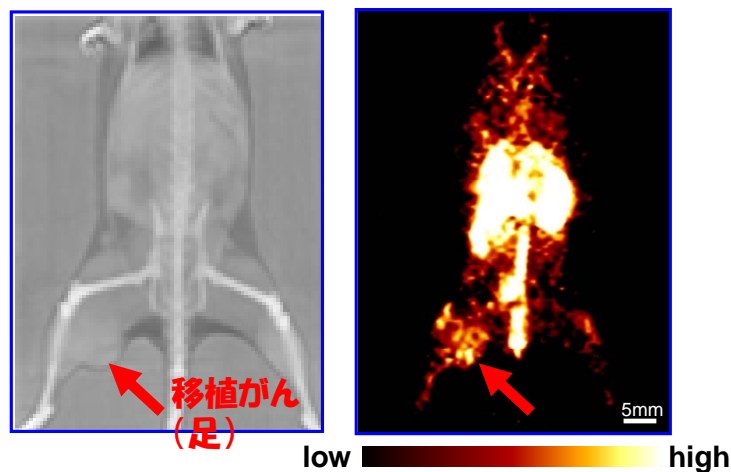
インビボカップリング法による PET イメージング結果
